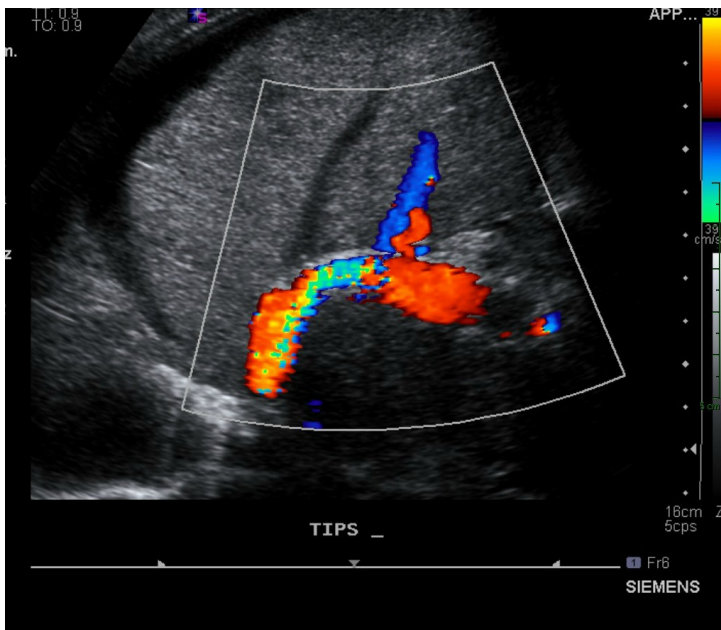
Imagen de Doppler color del TIPS y de la Porta y vasos portales intrahepaticos.
